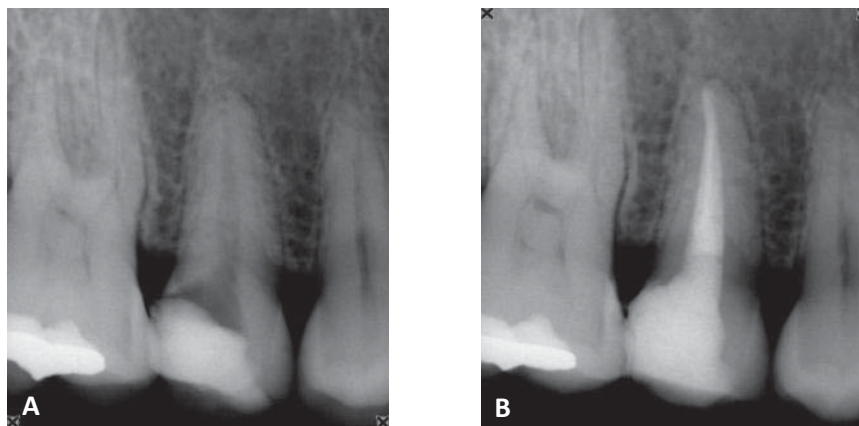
Tratamiento de conductos realizado en una sesión, A) Radiografía Inicial, B) Radiografía final. Se mantiene los requerimientos mínimos de limpieza y conformación; así como de obturación tridimensional.
